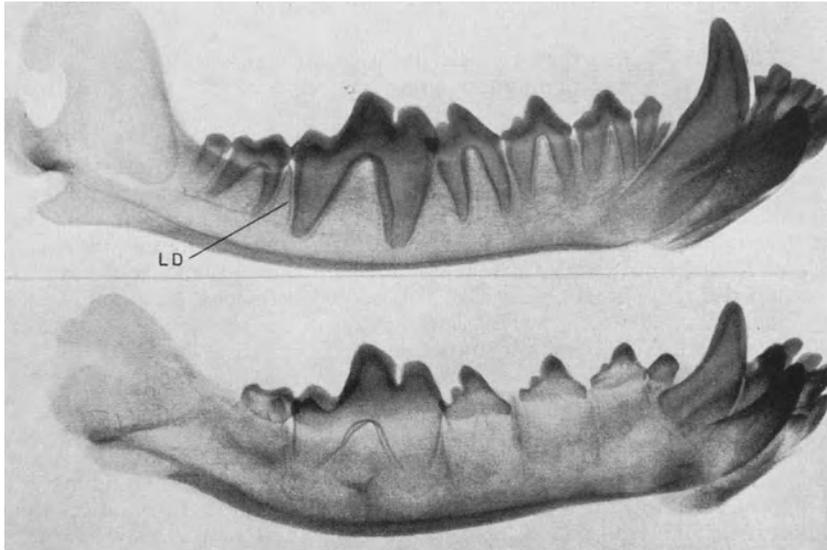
Fütterungsversuche an jungen Hunden des gleichen Wurfs mit vitamin-D-reicher Kost (oberes Röntgenbild) und vitamin-ärmer Kost (unteres Röntgenbild). (Nach May Mellanby.)
